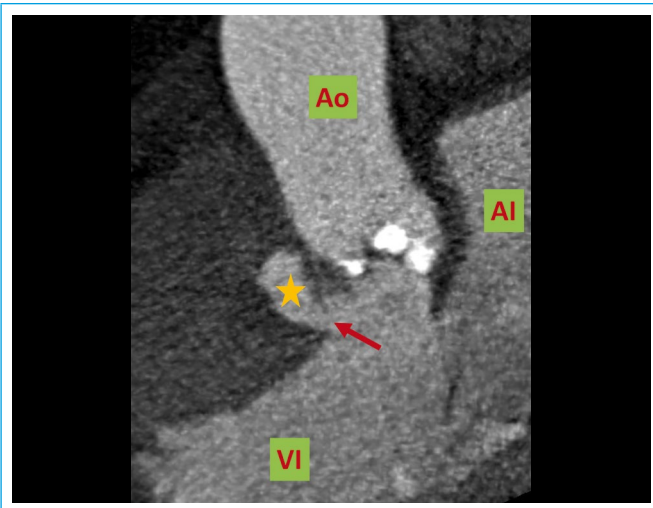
Cardio-TC. Detalle del TSVI (Al: aurícula izquierda; Ao: aorta ascendente; VI: ventrículo izquierdo; *estrella amarilla*: pseudoaneurisma delante del seno coronario derecho; *flecha roja*: zona de comunicación entre el pseudoaneurisma y el TSVI)
